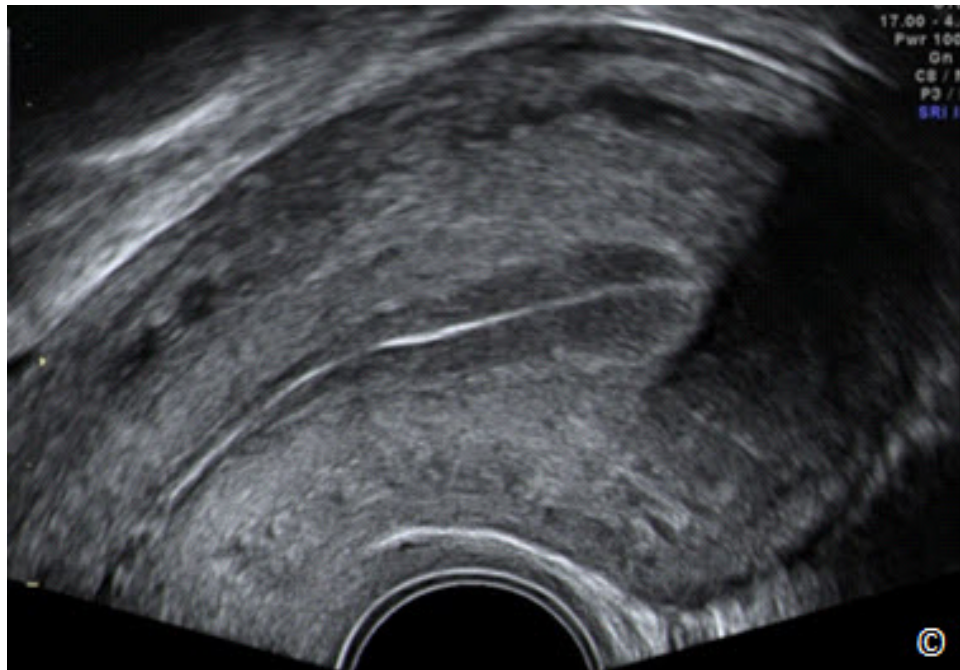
Ultrasonido transvaginal del plano sagital del útero que muestra la punta del transductor en la parte inferior de la imagen. Ver texto para más detalles. La imagen es cortesía del Dr. Bernard Benoit.
